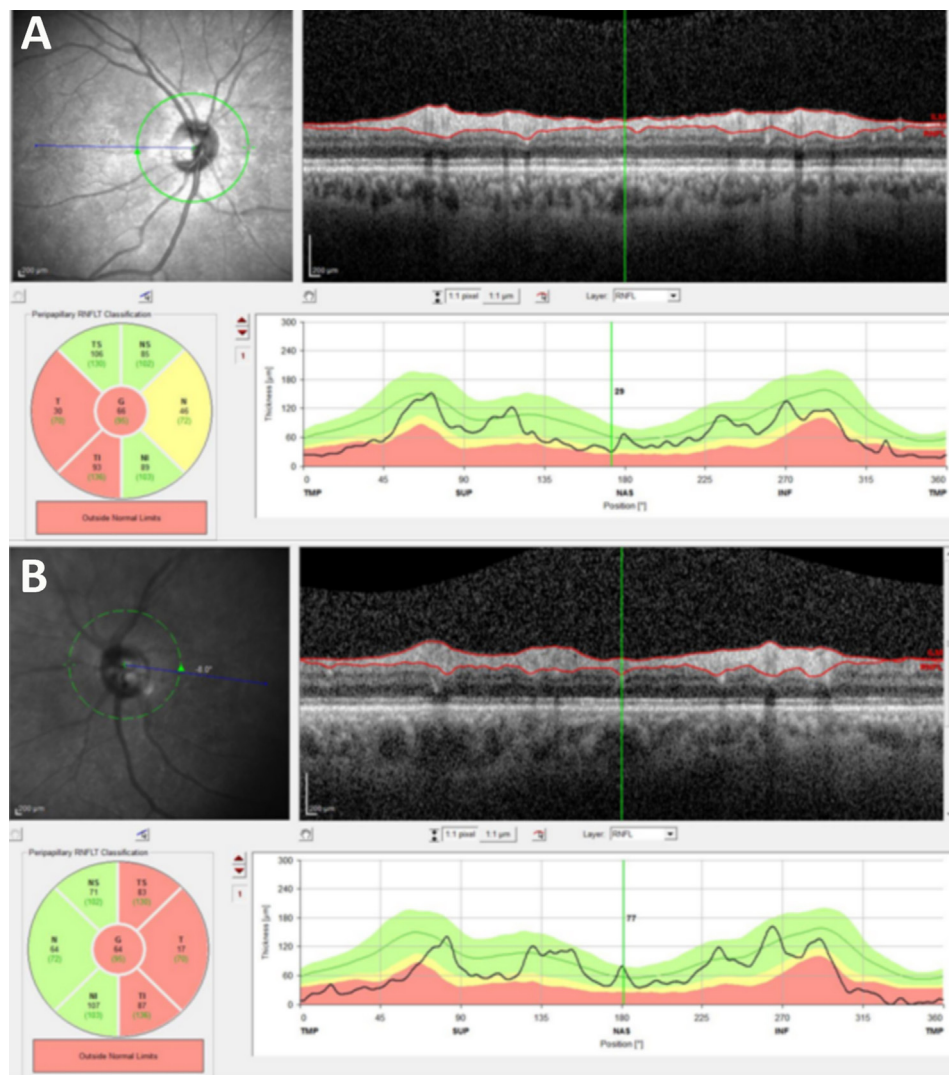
Amincissement bilatéral précoce de l'épaisseur des fibres visuelles dans le secteur temporal dans le cas d'une atrophie optique dominante avec une acuité de 8/10^e aux deux yeux. Tomographie en cohérence optique, a : œil droit, b : œil gauche.
